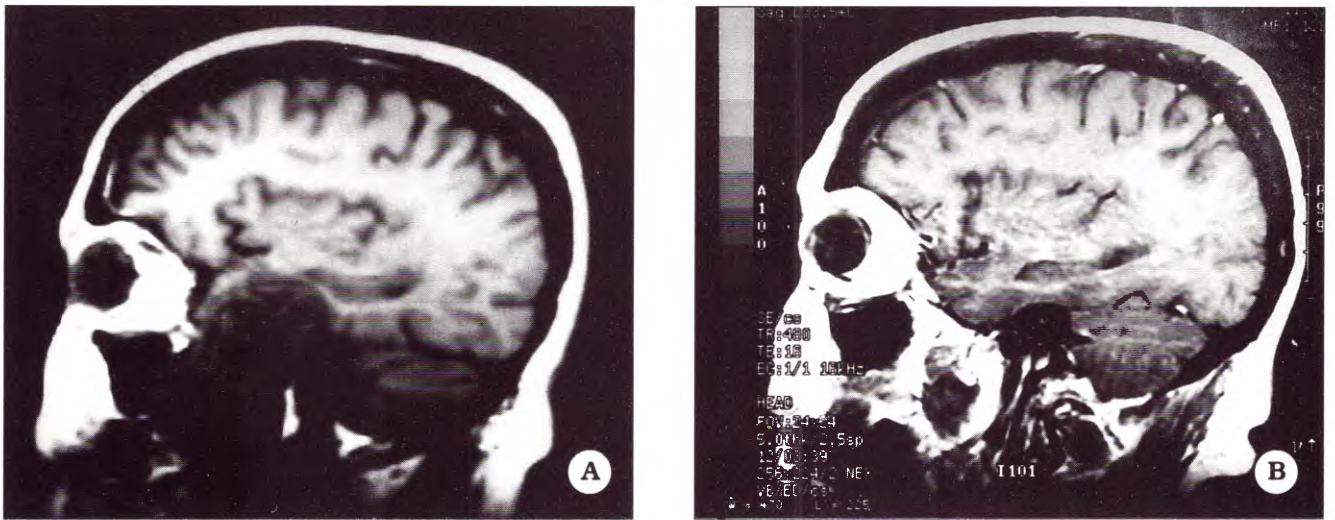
IRM secuencia T1- cortes sagitales. A. Preoperatoria. B. Postoperatoria de la misma paciente.
